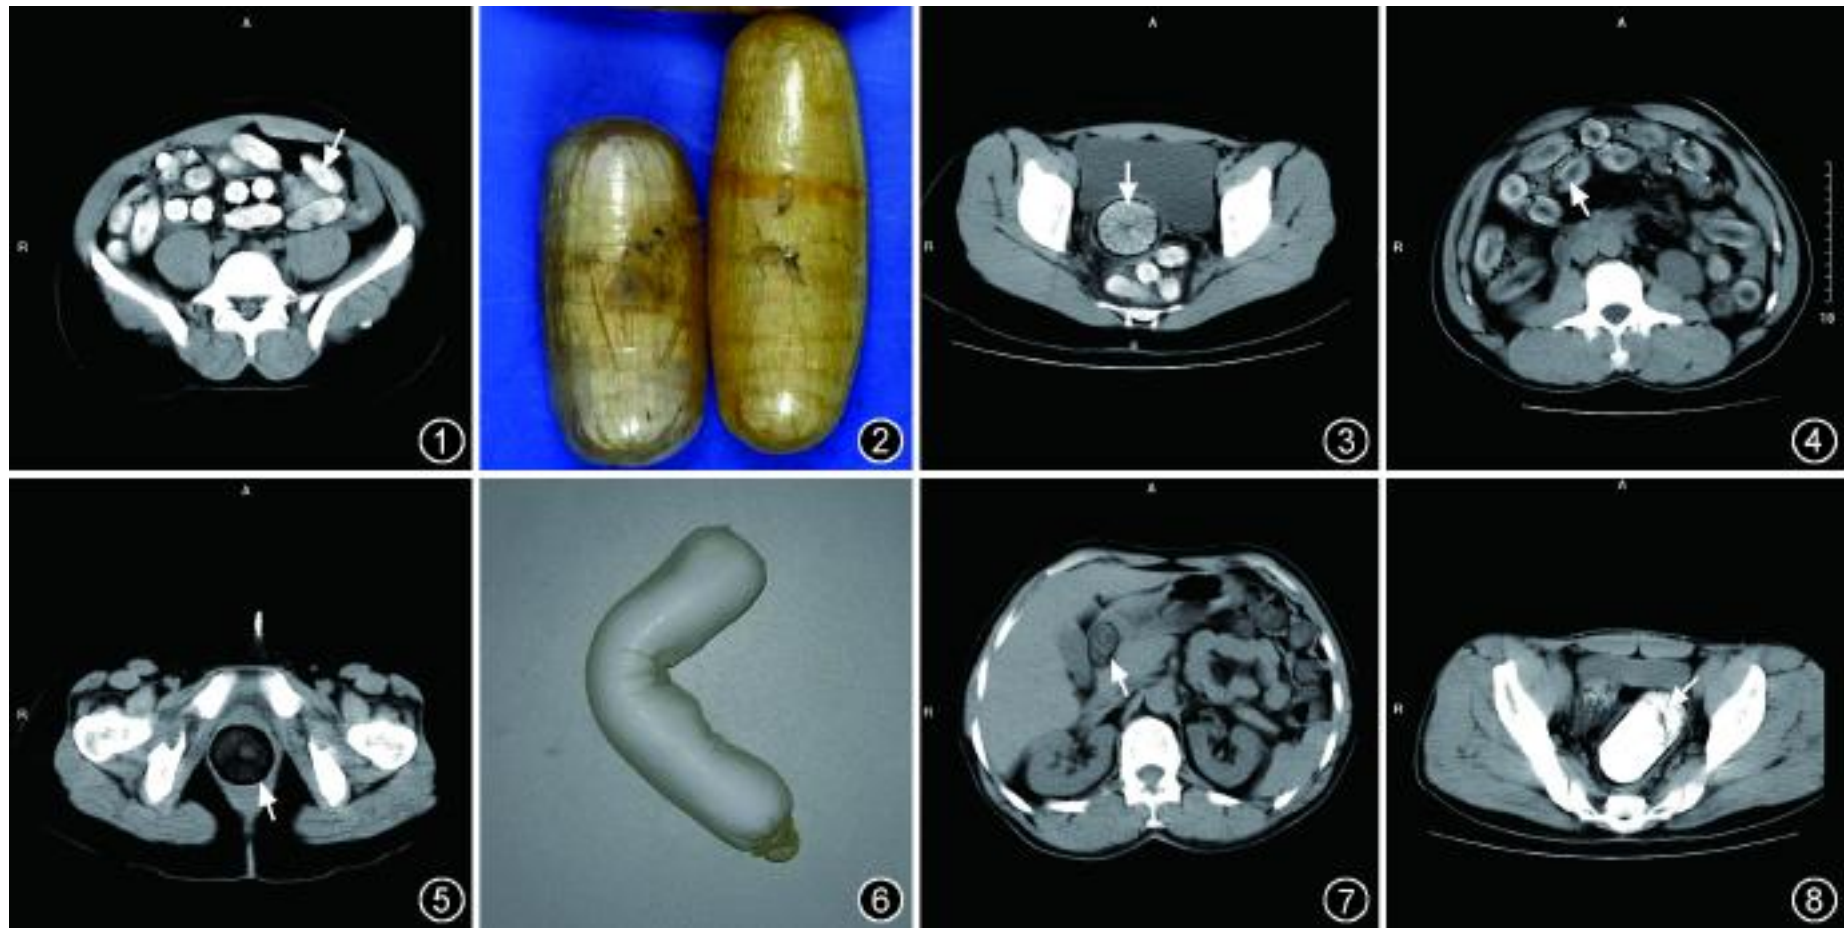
2 男,33 岁,小肠锡纸包装藏毒。图 1 为 CT 扫描可见小肠内高密度毒品(箭)。图 2 为排出体外的实物,毒品用锡纸及透明胶带包装
